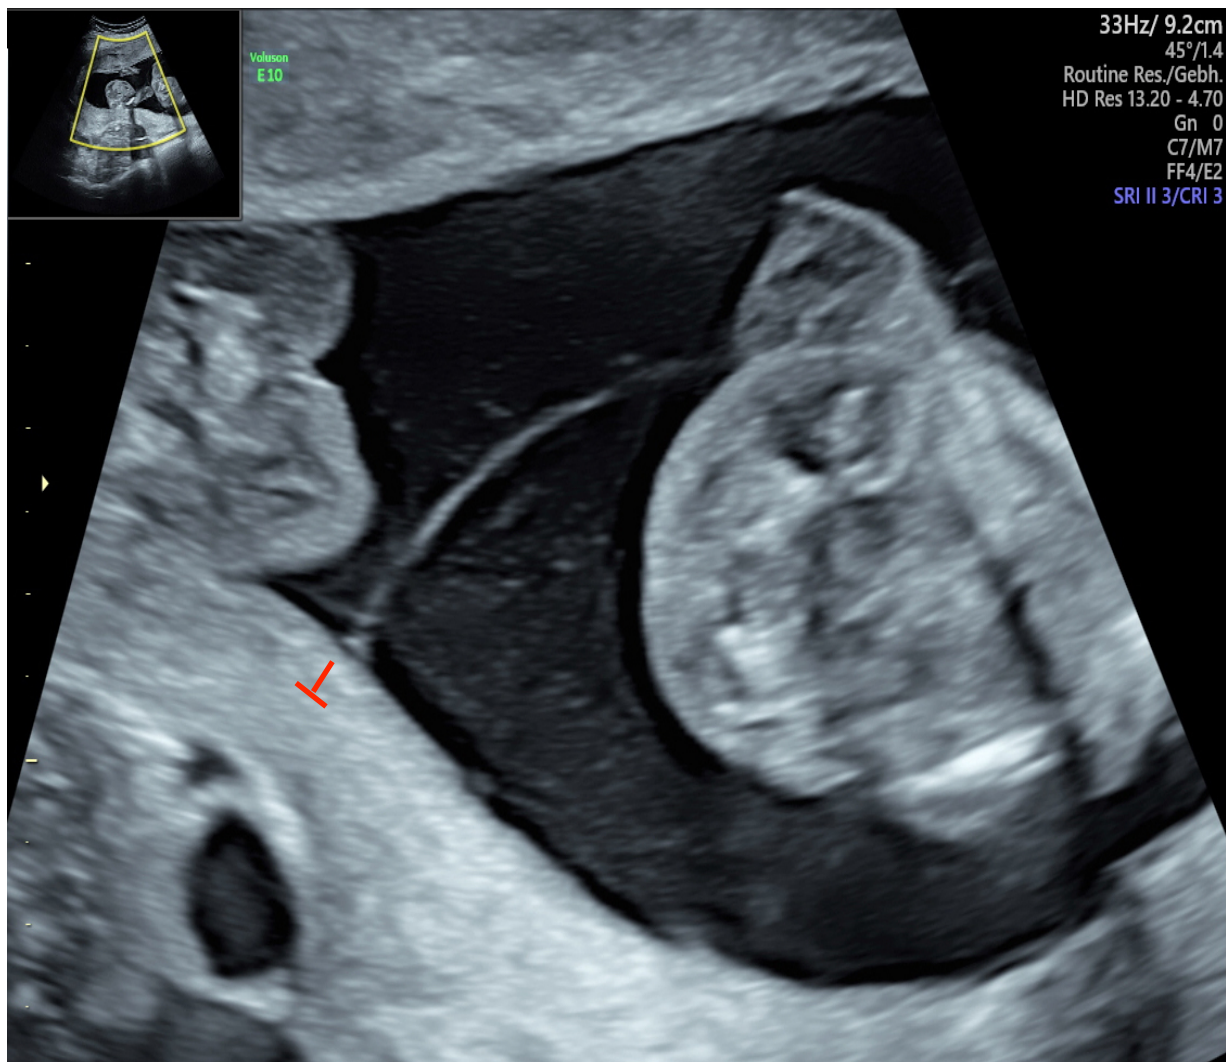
Sonographisches T-Zeichen bei monochorial-diamnialen Gemini.
